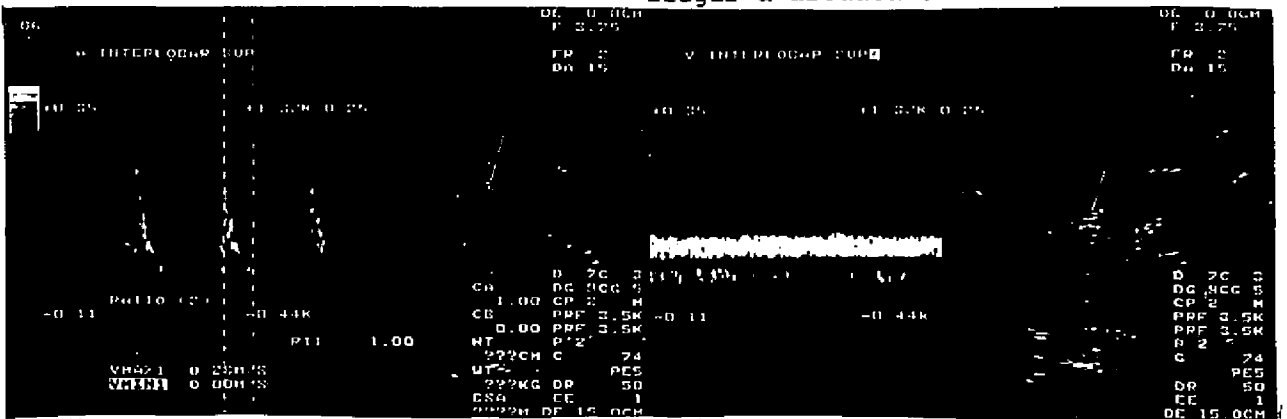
Doppler duplex color observándose un Tx de gran tamaño, hiperecogénico, con poca vascularización, pero mayor que en el paciente anterior (Fig. 60 y 61). Las curvas arteriales son afiladas, con alta resistencia (IR=1) y también se observa flujo venoso continuo (Fig. 66).
